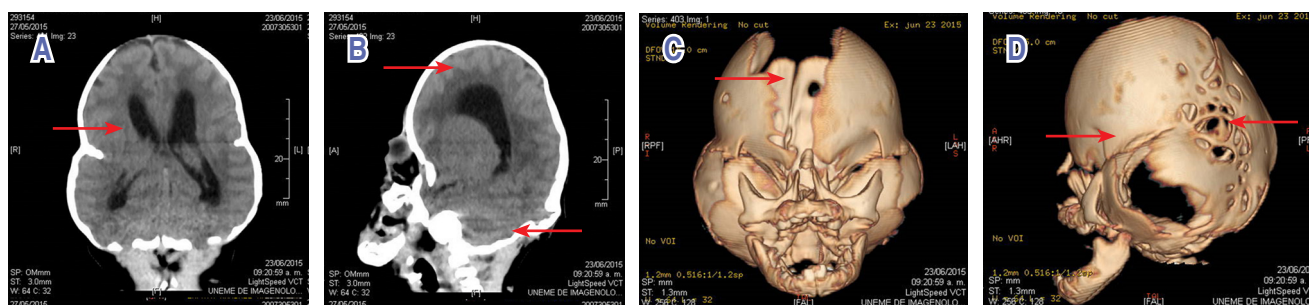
Tomografía de cráneo simple: A) asimetría de los ventrículos (flecha) y B) disminución de la densidad del parénquima cerebral e hipoplasia cerebelar (flechas). TAC de cráneo con reconstrucción tridimensional: C) fusión sutura sagital posterior (flecha) y D) sinostosis coronal y lambdaidea (flechas).
